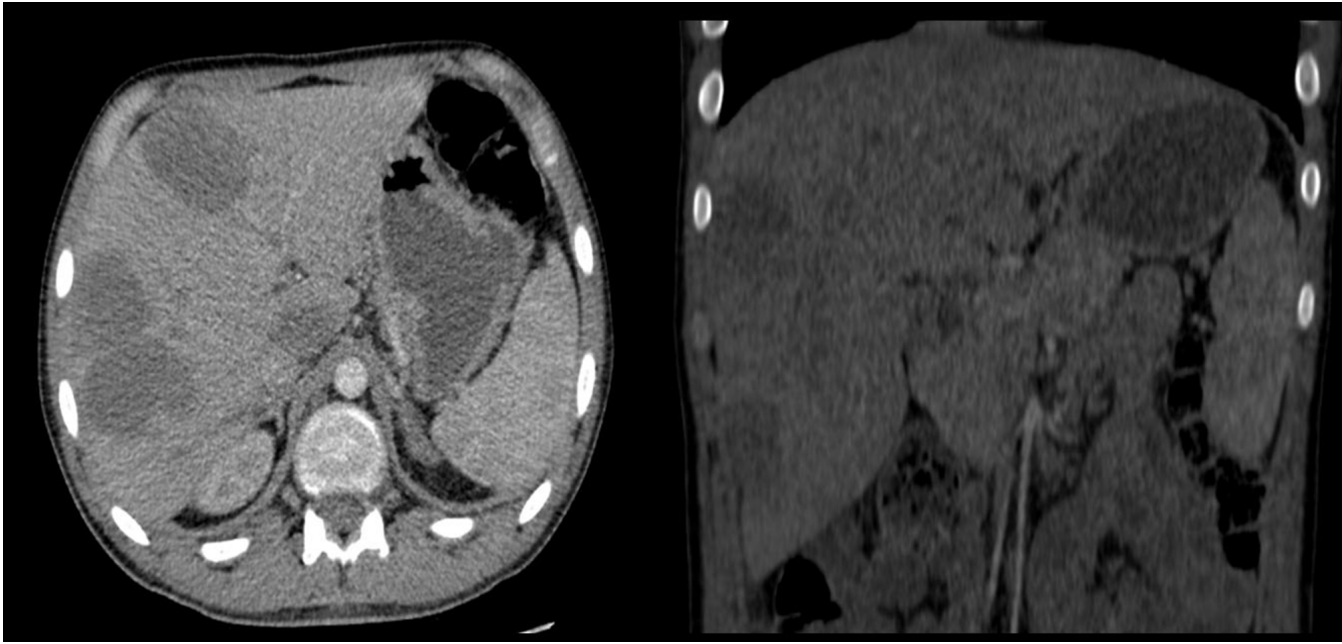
Kemoterapi öncesi koronal/aksiyel kontrastlı abdomen BT
